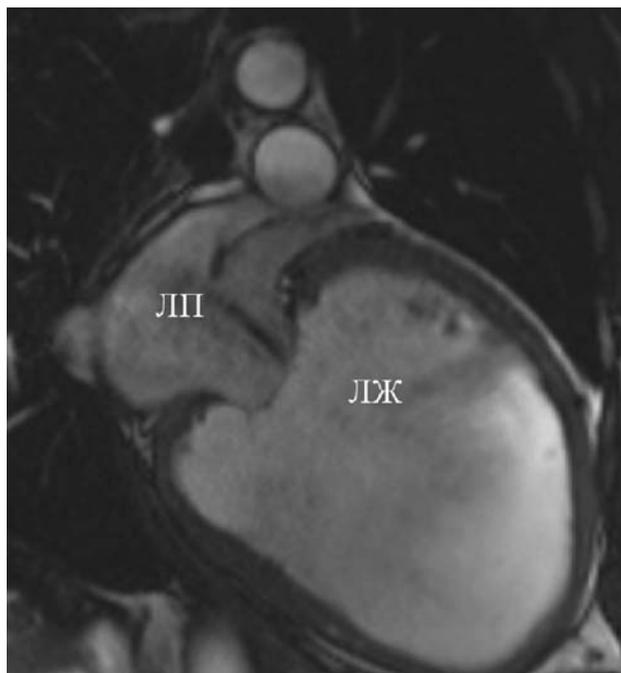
Последовательность true FISP (высокий MR сигнал от движущейся крови) МР-томограмма двухкамерного сечения сердца отображают выраженную дилатацию левого желудочка (ЛЖ), обратный турбулентный ток крови через митральный клапан.
